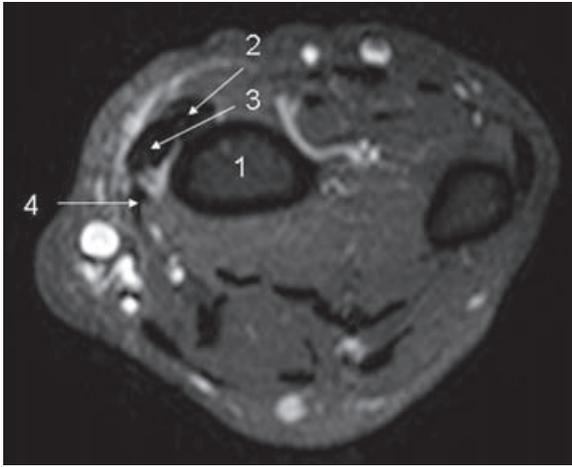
IRM coupe axiale T1 avec suppression de la graisse et injection intraveineuse de Gadolinium. Œdème péri-tendineux et sous-aponévrotique. 1) radius, 2) tendon du long extenseur radial du carpe, 3) tendon du court extenseur radial du carpe, 4) tendon du long abducteur du pouce.
